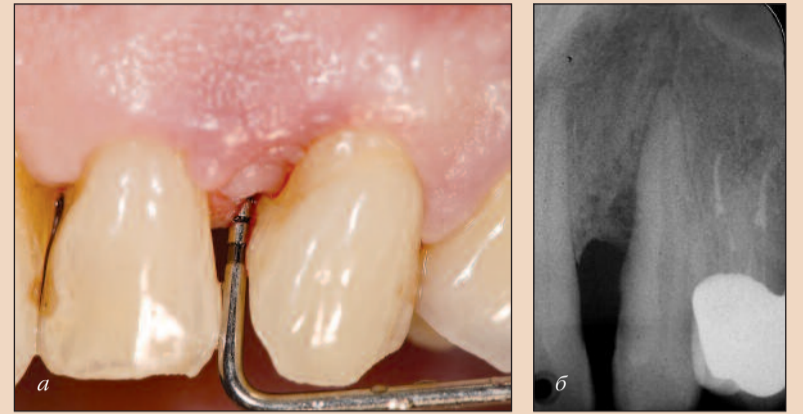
Глубина пародонтального кармана с мезиальной стороны зуба 23 составляет 13 мм. Зуб стабилен, периапикальная рентгенограмма демонстрирует утрату кости с образованием костного дефекта.
